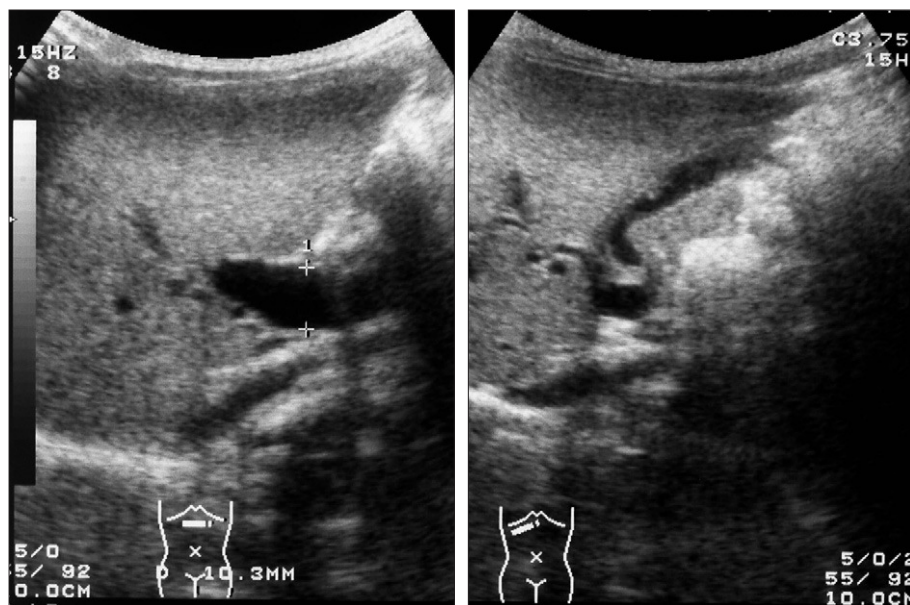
Ecografía abdominal. Dilatación del colédoco de 10,3 mm.
